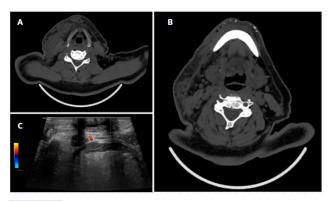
Exames de imagem. (A e B) Tomografia computadorizada. (C) Ultrassonografia da região submandibular e cervical direita, evidenciando material ecogênico adjacente à válvula venosa posterior da veia jugular externa direita.
